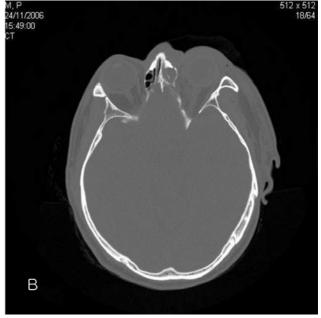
(A) Postoperative CT shows the left globe within the orbit and part of the iliac bone. (B) Axial section of the left orbit shows normal location of the left globe.
